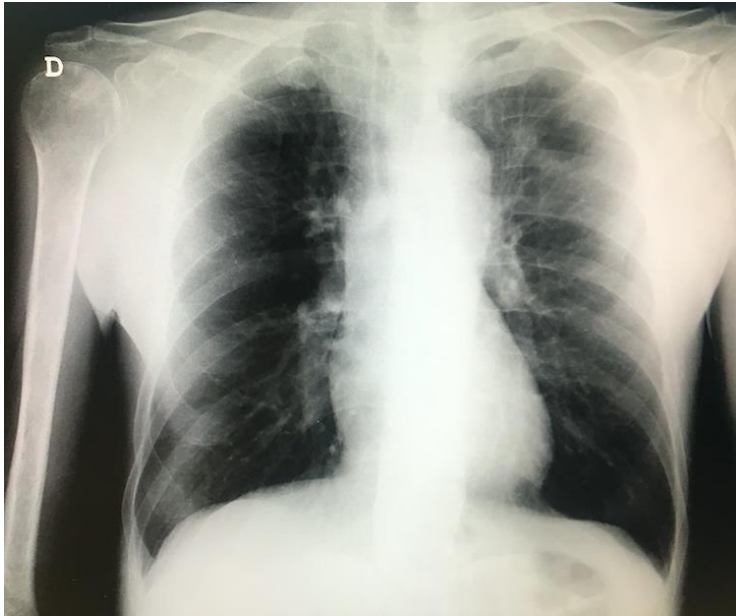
Radiografía de tórax sin hallazgos llamativos.
